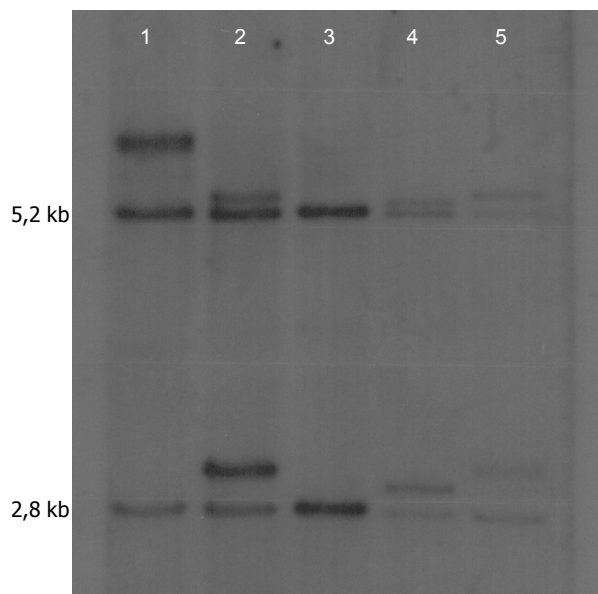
Autorradiografia de membrana de nylon® após a hibridação com sonda StB12.3 exemplificando os resultados obtidos segundo a técnica de Southern *blotting*. À esquerda da imagem as localizações dos fragmentos de 2,8 kb e 5,2 kb estão apontadas. A coluna 1 mostra uma mulher com FM no gene FMR1, as colunas 2, 4 e 5 mostram mulheres com a PM no gene FMR1. A coluna 3 apresenta uma mulher com os dois alelos NL.
